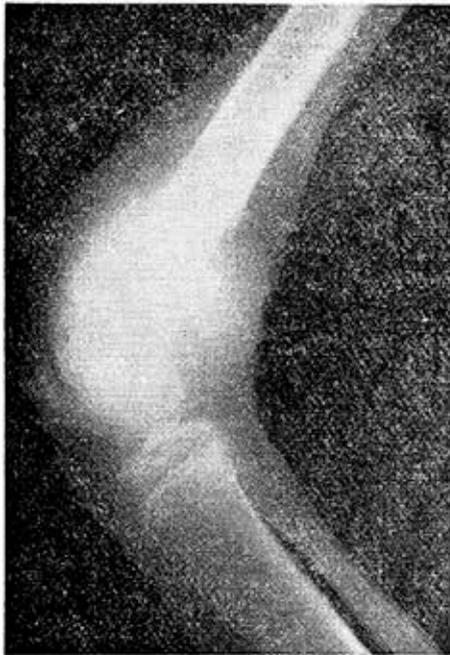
Radiografía de la rodilla izquierda, mostrando el aspecto de "explosión solar" por encima de la extremidad superior de la rótula y dos triángulos de Codman, uno a cada lado del fémur en los límites de la tumoración.
